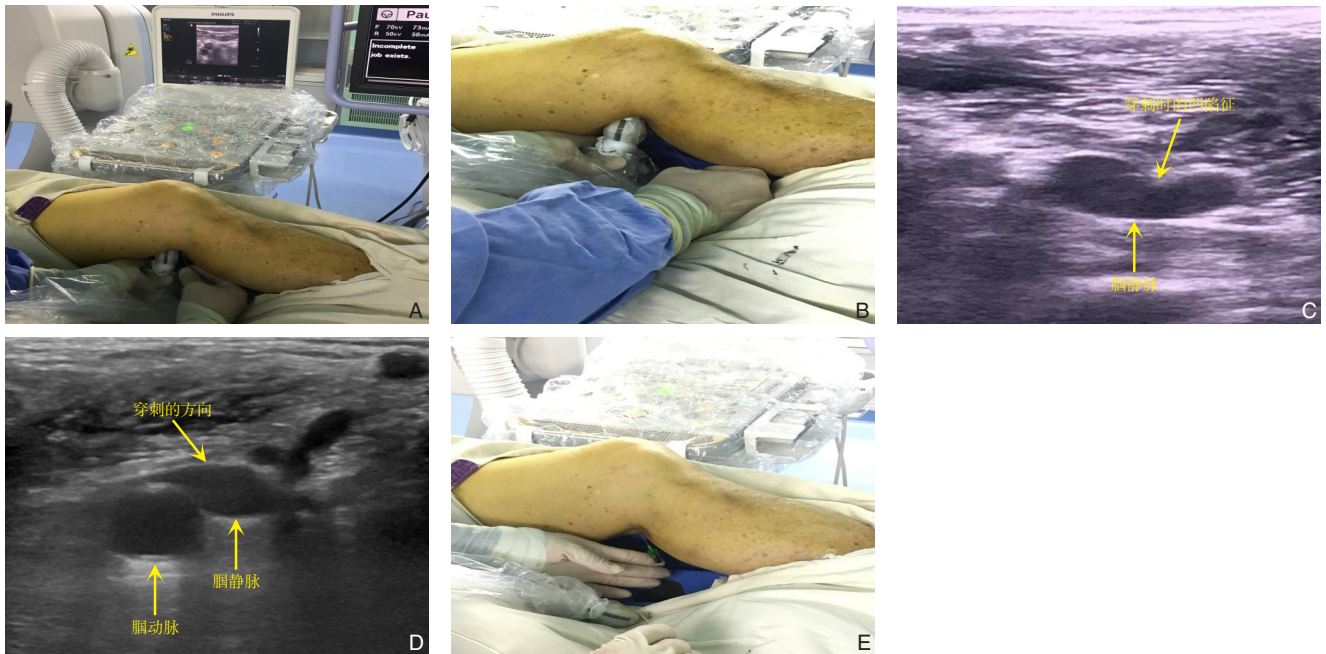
仰卧位超声引导穿刺腘静脉的操作方法 A: 穿刺时的手法; B: 穿刺针穿刺的角度; C: 穿刺过程中可见腘静脉的凹陷征; D: 选择避开腘动脉的角度穿刺; E: 穿刺成功可见针尾有静脉血流出
